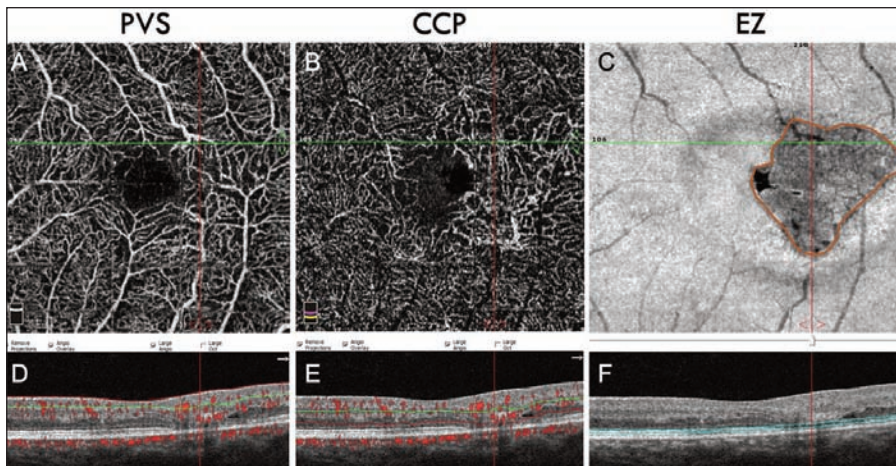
Œil gauche d'un patient de 56 ans présentant une forme modérément évoluée de MacTel de type 2. L'angiographie en tomographie en cohérence optique (OCT-A) permet de mieux visualiser les anomalies vasculaires que l'angiographie à la fluorescéine. À ce stade, on ne retrouve qu'une très discrète raréfaction capillaire en temporal de la macula au niveau du plexus vasculaire superficiel (PVS) [A et D, coupe OCT correspondant avec signaux de flux]. Les anomalies vasculaires sont essentiellement localisées au niveau du complexe capillaire profond (PCC) et envahissent les couches externes avasculaires en regard de la zone de rupture de la couche ellipsoïde [B et E coupe OCT correspondant avec signaux de flux]. L'image en face focalisée sur la couche ellipsoïde permet de bien visualiser la zone de rupture [C et F, coupe OCT correspondant]. C'est ce biomarqueur qui a été retenu comme critère d'évaluation principal de l'étude visant à évaluer le CNTF dans les MacTel de type 2.
